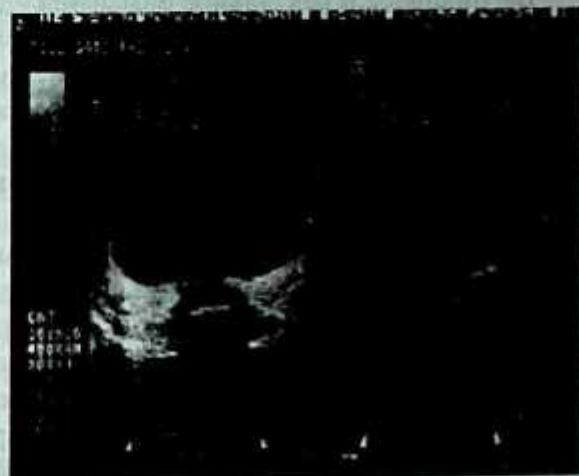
Эхотомограмма шейки матки больной А-вой, 31 лет. Клинический диагноз: Рак шейки матки Т₃N₀M₀. Экзо-эндофитная форма. Шеечно-параметральный вариант. Состояние в середине лечения (ХЛЛ+РМ).
